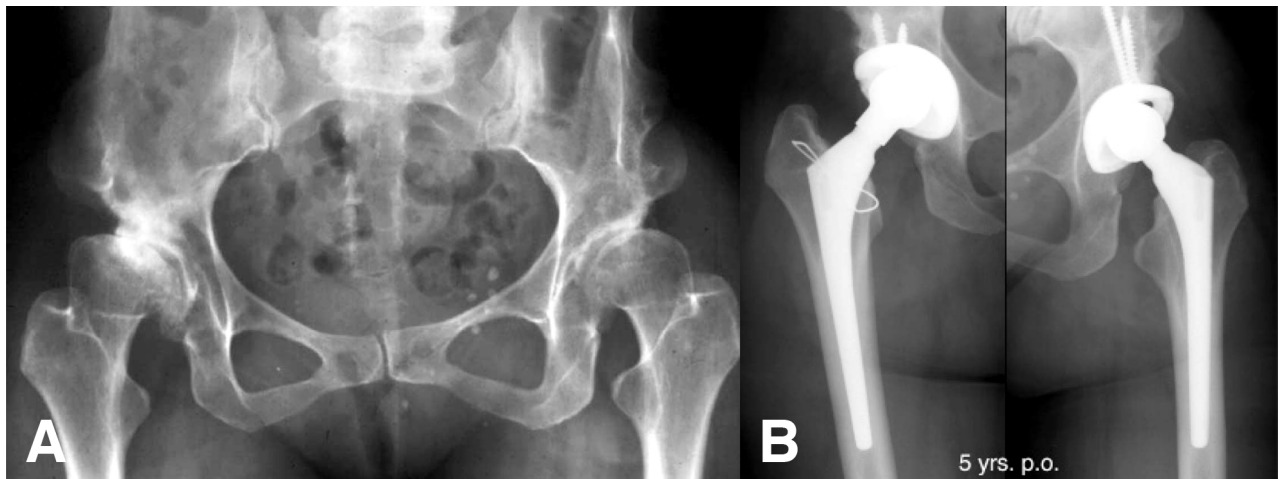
A) Radiografía anteroposterior de pelvis en una paciente de 36 años de edad con dolor casi constante en ambas caderas. Es una displasia tipo A de Hartofilakidis con relativa preservación anatómica. B) Radiografía de las caderas de la misma paciente 5 años después de artroplastia bilateral. La cobertura de los componentes acetabulares es incompleta, pero adecuada. Resultado clínico excelente hasta la fecha. La paciente ha tenido dos hijos en el intervalo.
